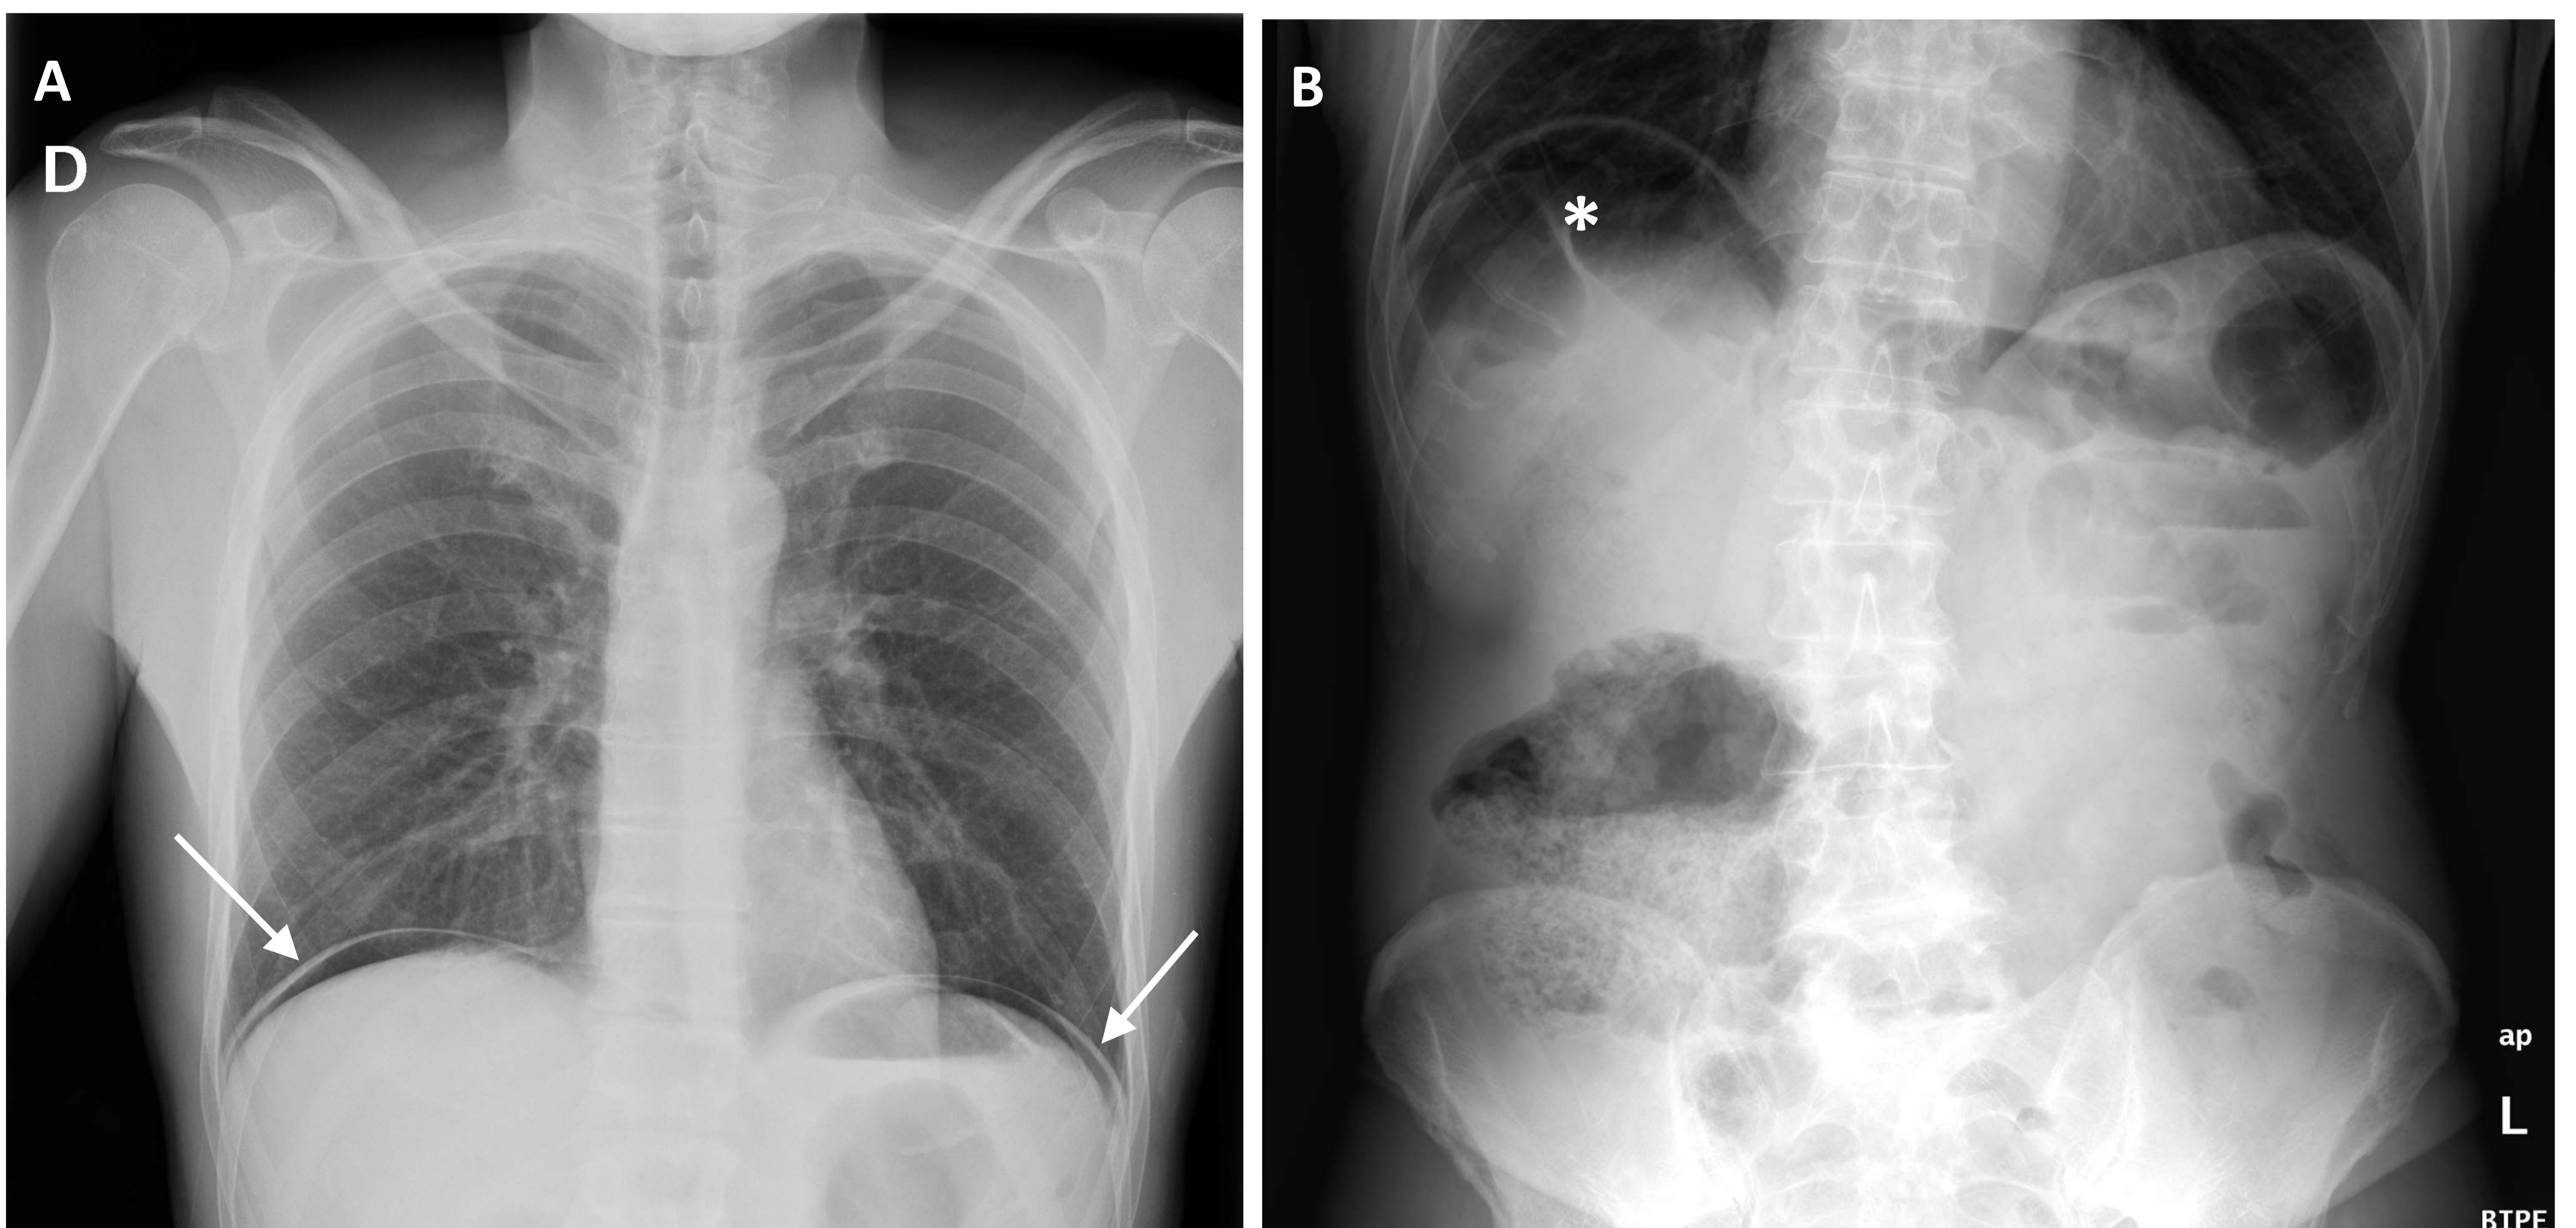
Neumoperitoneo (A). Radiografía de tórax (PA). Colecciones de aire subdiafragmático bilaterales, que permiten la visualización íntegra de las cúpulas diafragmáticas (flechas), en relación con “signo de la cúpula”. Síndrome de Chilaiditi (B). La interposición del colon (asterisco) entre el hígado y la cúpula diafragmática derecha puede actuar en ocasiones como simulador radiológico de neumoperitoneo.
